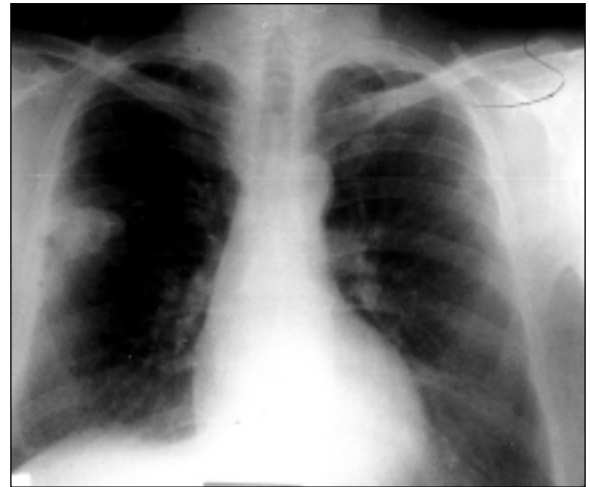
Preoperatif PA akciğer grafisi
